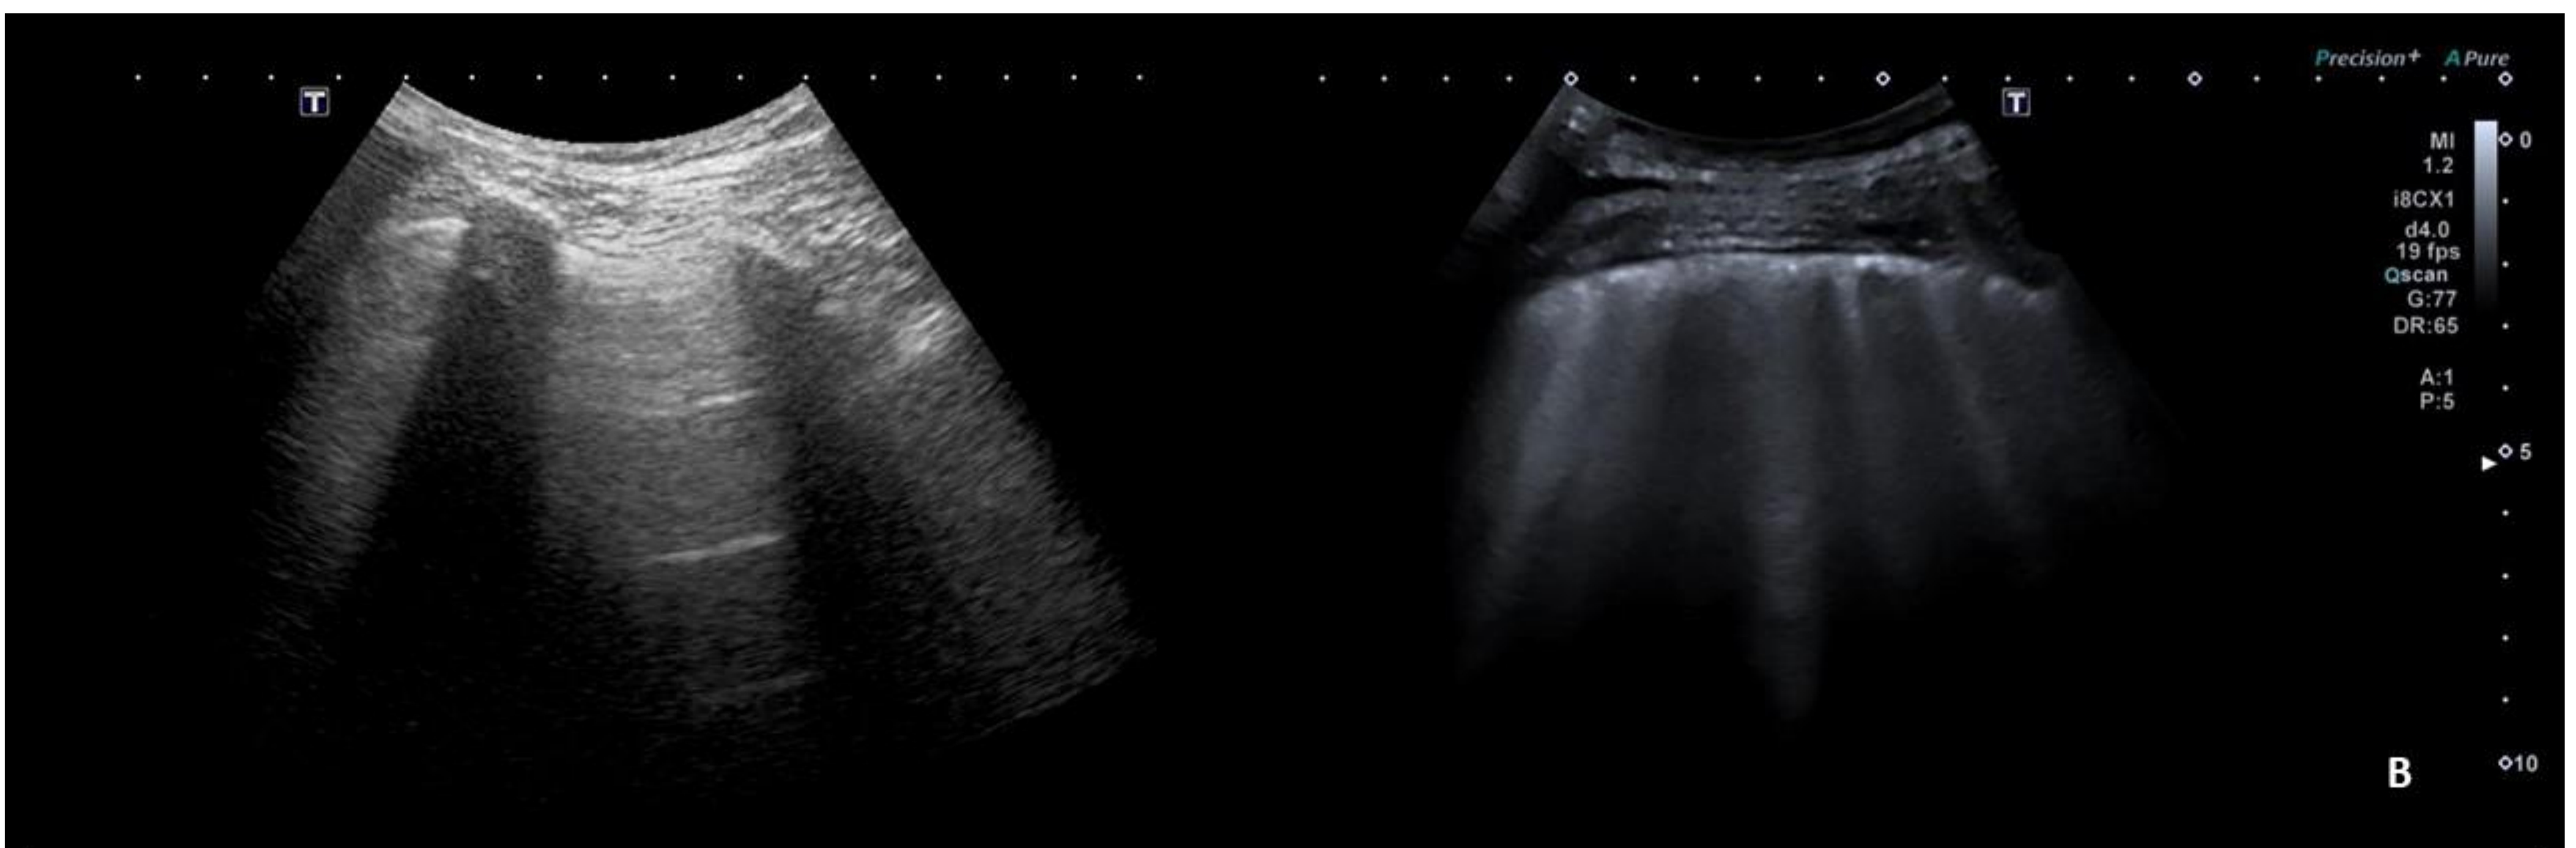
Imágenes de ecografía pulmonar en modo B con sonda cónvex y una profundidad de campo de 10 cm. (A) Líneas A en pulmón sano. Son líneas paralelas a la superficie pleural sin artefacto. (B) Líneas B correspondiente a síndrome intersticial. A diferencia de lo anterior, se observan artefactos puntiformes en colas de cometa que siguen perpendiculares a la superficie pleural. Este hallazgo se corresponde con una ocupación del intersticio pulmonar (celular, líquido).
